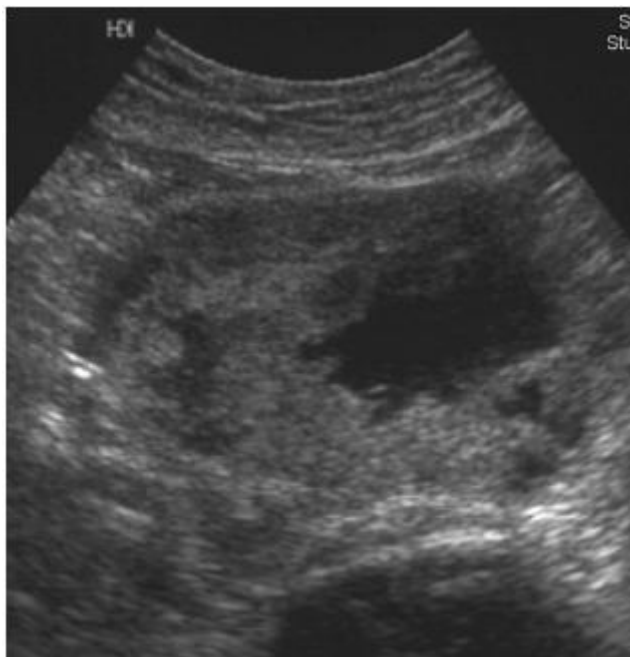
aspect échographique d'un tératome ovarien cancérisé [28]
